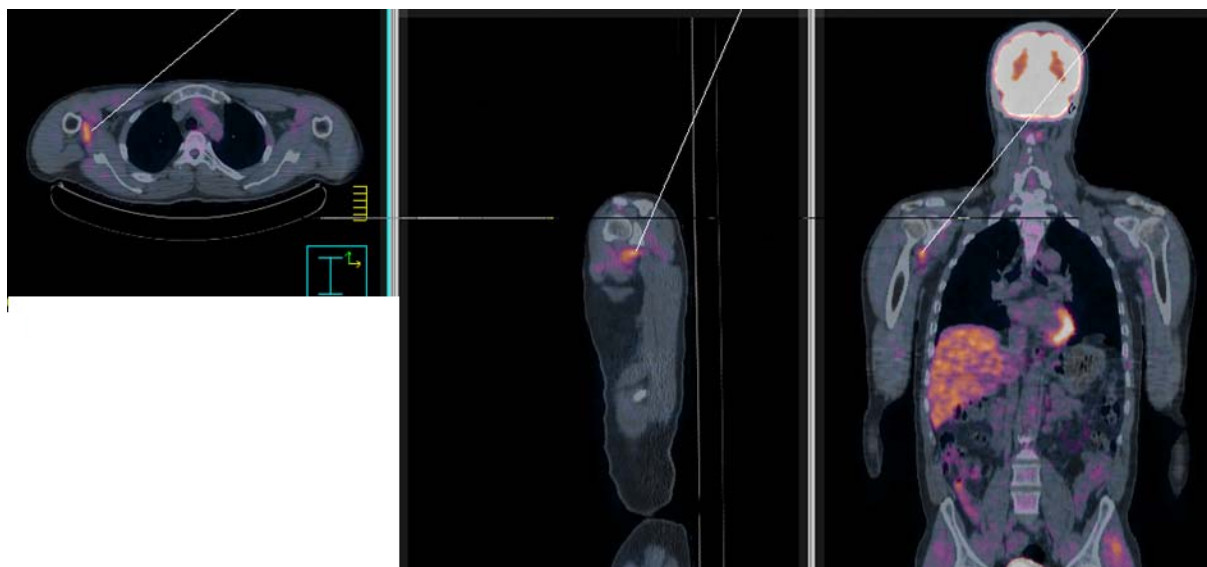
PET-CT do paciente Y0012T012. Observa-se a presença de área de discreto grau de concentração anômala do ^{18}F -FDG na projeção axilar direita correspondendo a possível linfonodomegalia com SUV entre 1,60 e 2,1.
